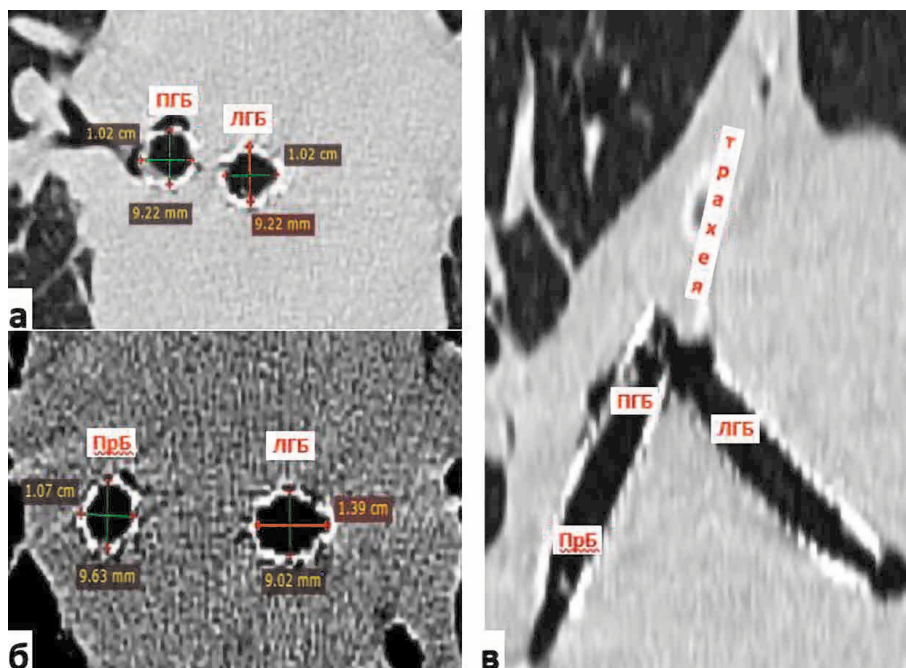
Компьютерная томография органов грудной полости пациента Б. от 18.05.2020 г. (на 4-е сутки после установки стента в левый главный бронх).
